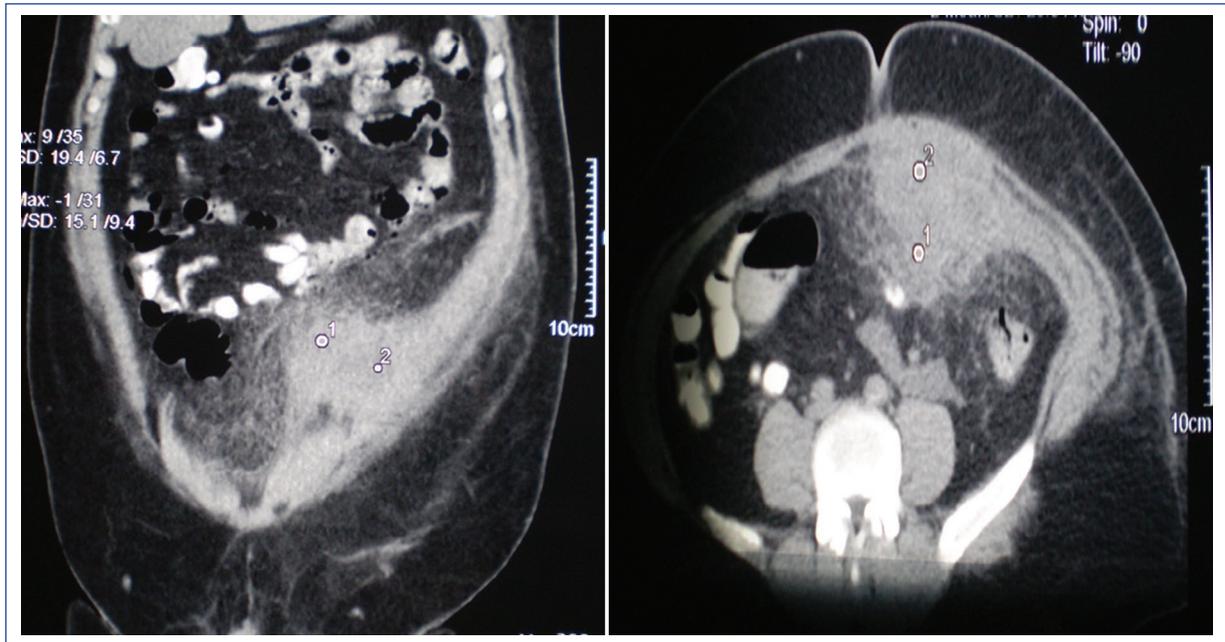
Tomografía computarizada de abdomen con presencia de un gran plastrón de contenido organizado adherido a la pared abdominal.
